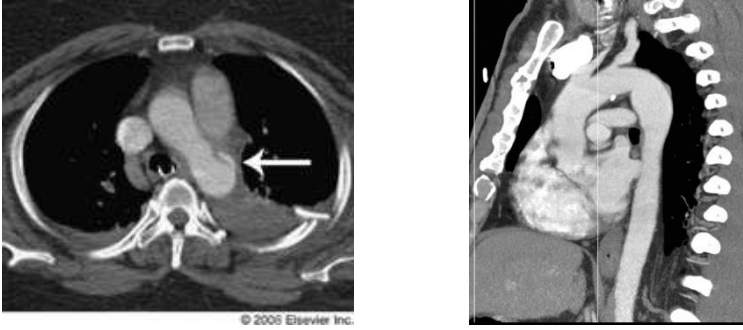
Penetran aterosklerotik ülser şematik ve BT görüntüleri
